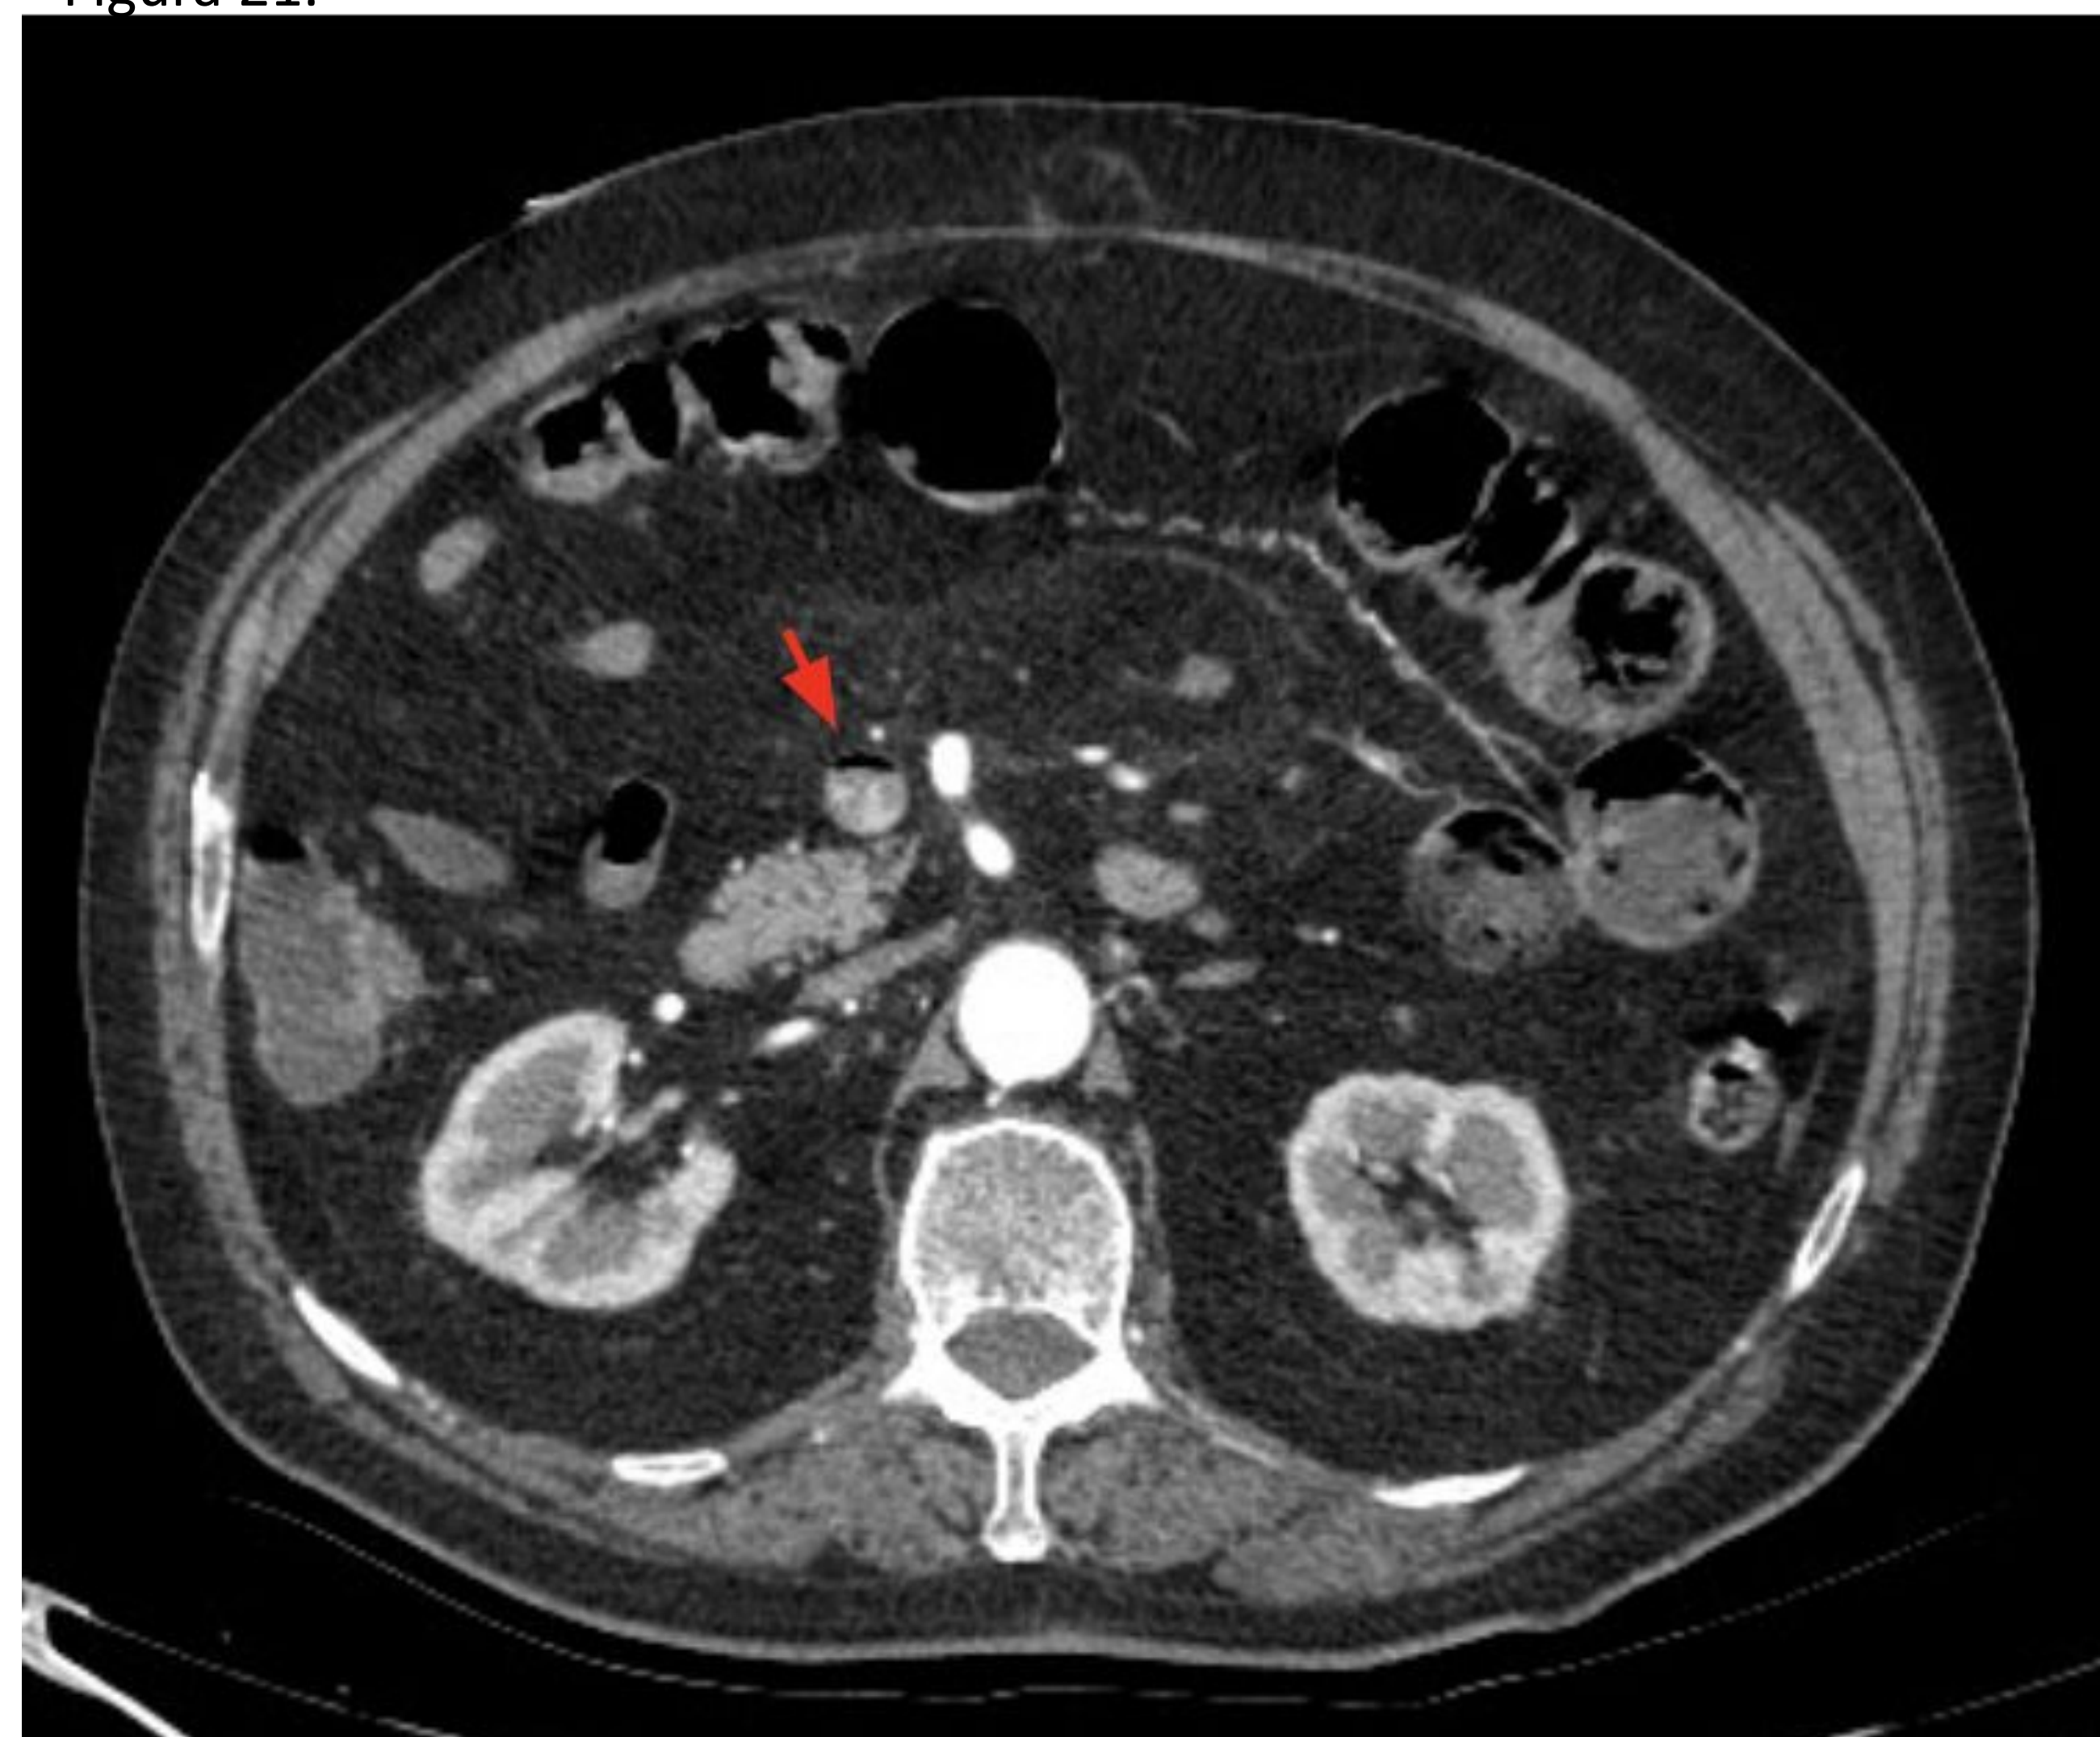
TC de abdomen con contraste iv en fase arterial. Neumatosis portal asintomática sin causa evidente (flecha roja).
